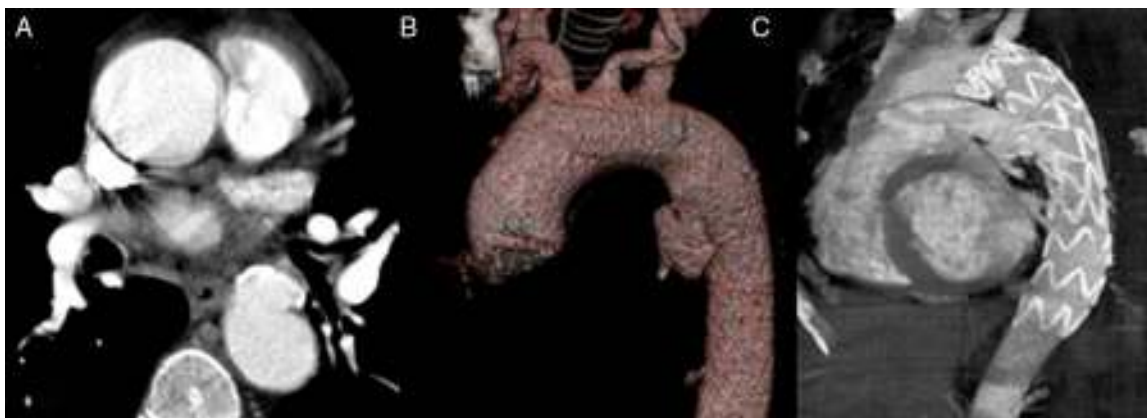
Reparación endovascular de una úlcera aórtica penetrante. Imagen de angio-TC preoperatorio (A) con reconstrucción tridimensional (B) y control postoperatorio (C).
